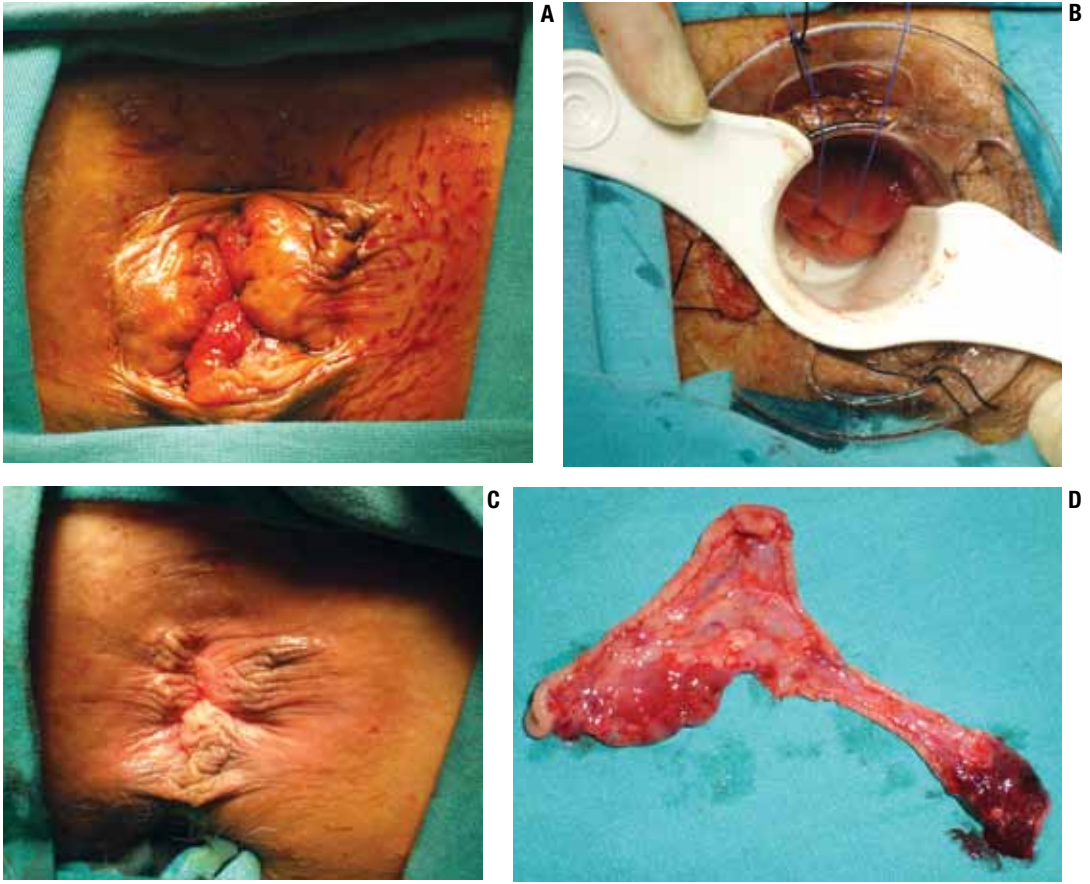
Ultrasonik disektör ile hemoroidektomi (arşiv- S Leventoğlu, B Menteş).
